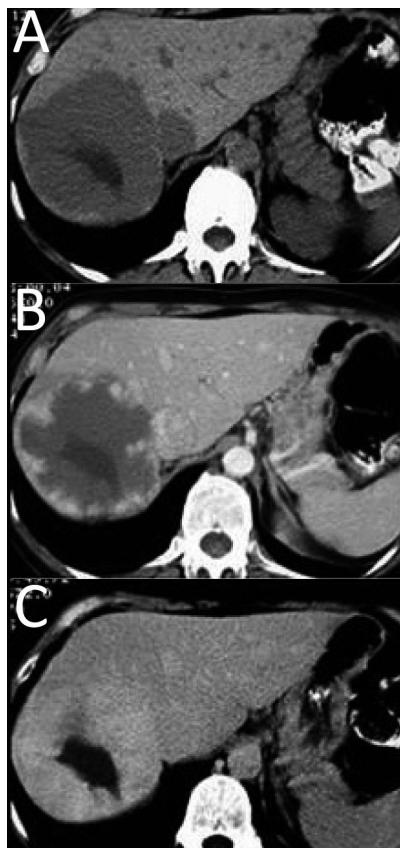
Tomografia computadorizada helicoidal: (A) lesão hipodensa na fase sem contraste no lobo direito; (B) fase arterial com realce periférico globular com centro hipodeno e (C) fase tardia com lesão isodensa
